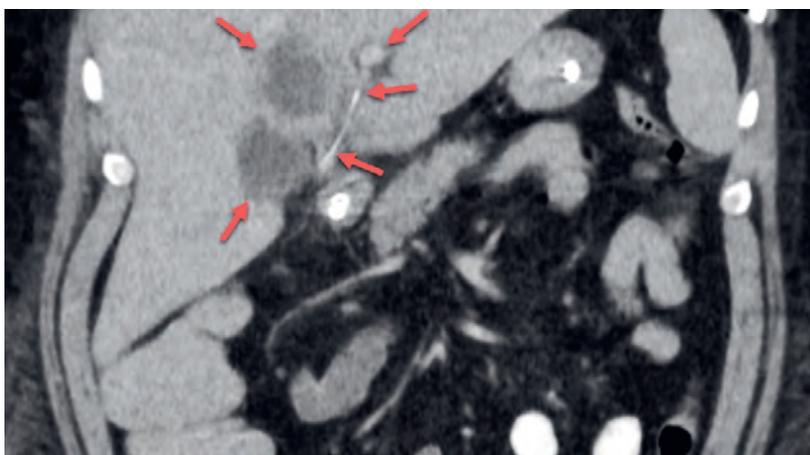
Koronare Abdominaldarstellung mittels Computertomographie. Im Segment IVb kommt ein über mehrere Tage grössenstationärer Abszess (55 x 55 mm) mit flüssigem Inhalt zur Darstellung. In unmittelbarer Nachbarschaft findet sich ein röntgendichter Fremdkörper, der anfänglich als (kontrastmittelangereichertes) Gefäss missinterpretiert wurde. Der Fremdkörper ist ebenfalls durch eine Zyste mit flüssigem Inhalt abgekapselt. Eine Kommunikation mit dem Duodenum (in unmittelbarer Nachbarschaft durch die Sonde gekennzeichnet), z.B. in Form einer Fistel, war anhand bildgebender Verfahren und einer Duodenoskopie nicht nachweisbar.
